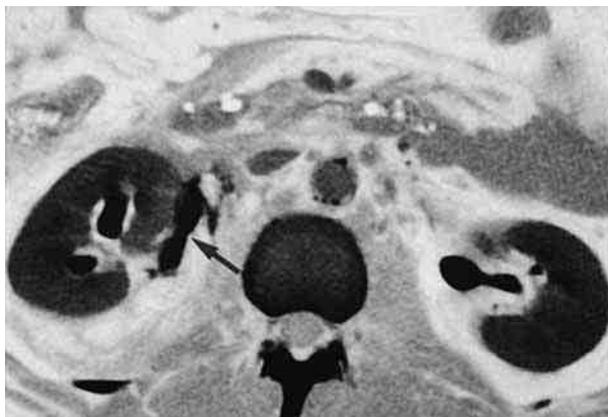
Разрыв лоханочно-мочеточникового сегмента правой почки. На компьютерной томограмме определяется затек контрастного вещества (обозначен стрелкой)
